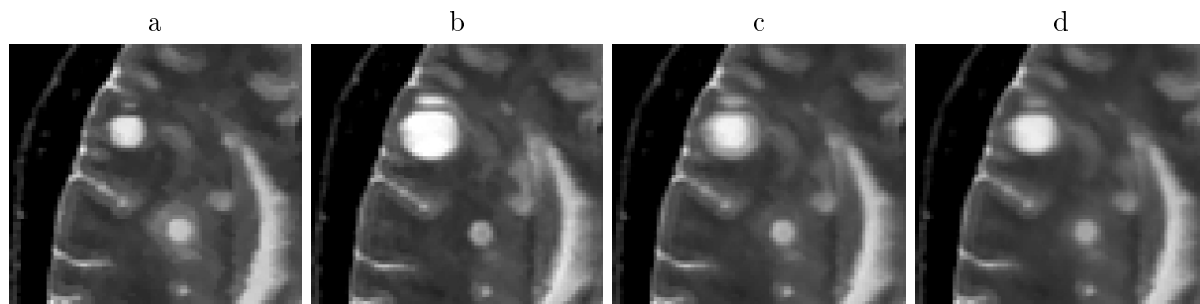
Deux IRM 3D temporelles a) et b) peuvent être interpolées en intensité, comme le montre le c), ou en forme et en intensité comme le montre le d). On voit dans ce dernier cas qu'on crée une lésion plus réaliste en ce sens qu'on ne rajoute pas de halo autour qui pourrait faire penser à de l'œdème dans ce cas là.
